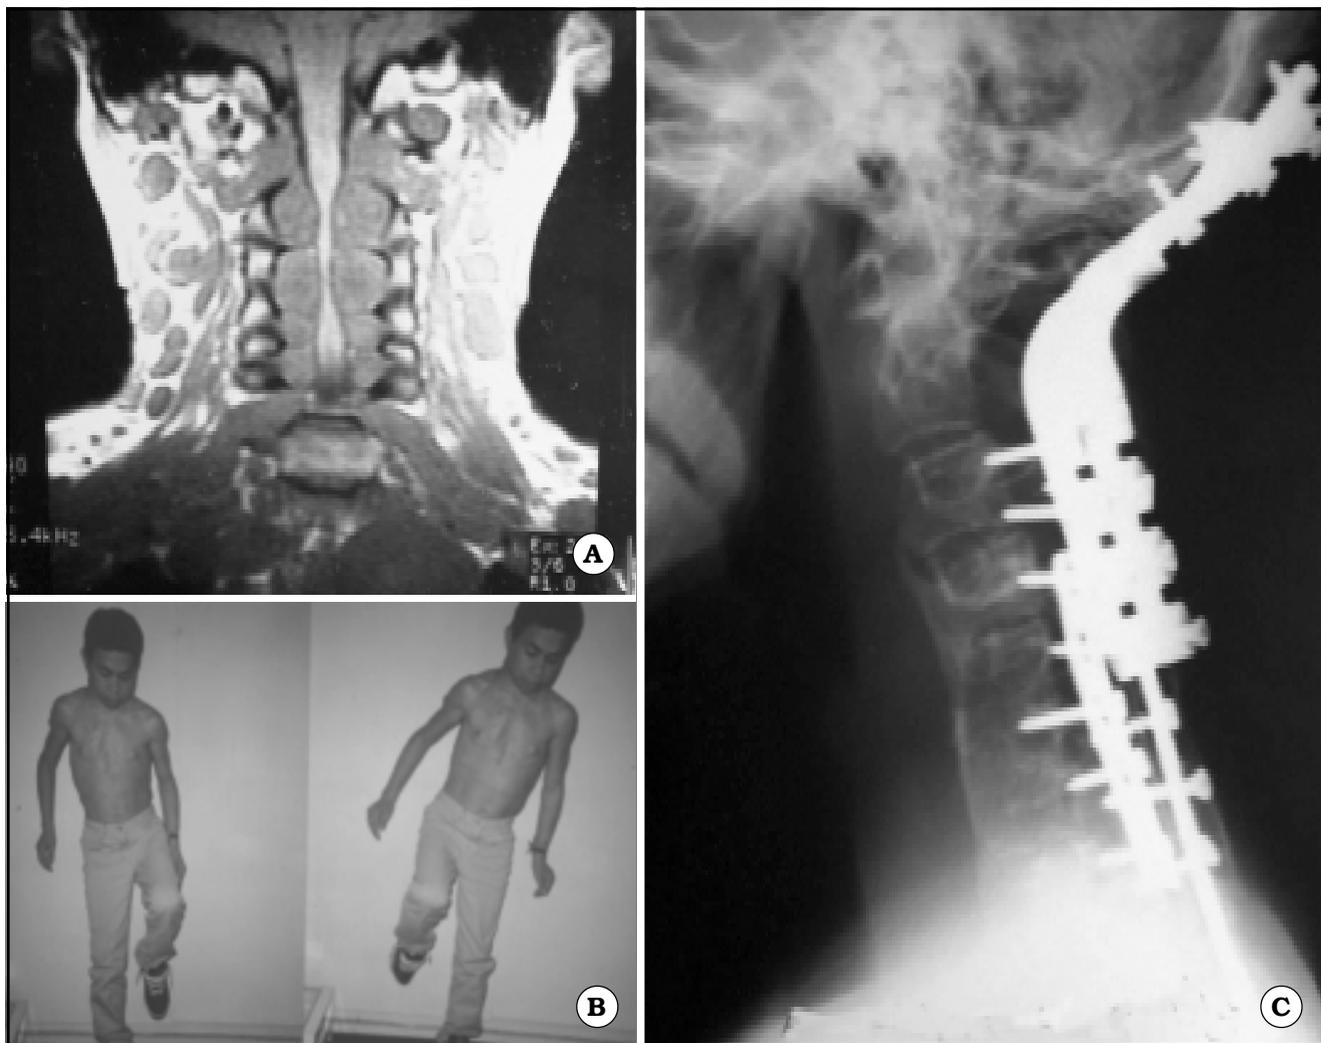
IRM coronal (A), mostrando múltiples neurofibromas intrarraquídeos bilaterales cervicales, con severa compresión medular (Caso N° 4). Rx de Perfil a más de 3 años de seguimiento (B) y foto del resultado funcional (C).
